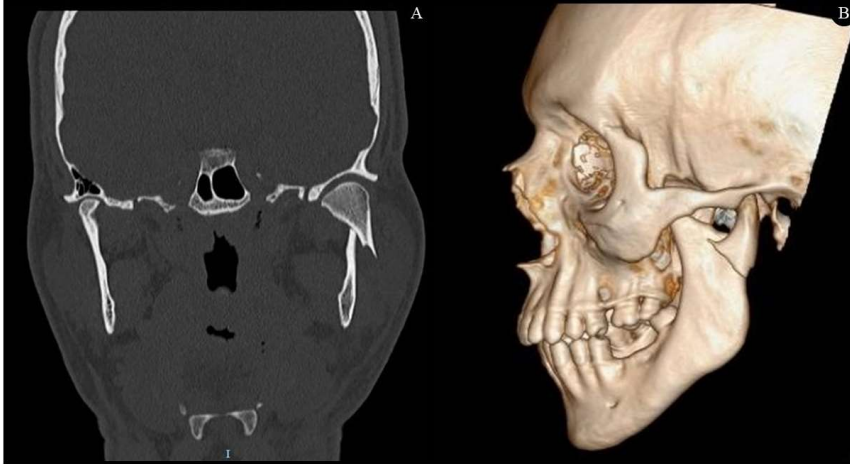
Tomografia computadorizada de face pré-operatória, evidenciando fratura de côndilo mandibular extracapsular esquerda. A: Corte coronal da tomografia de face. B: Reconstrução tridimensional da tomografia de face, mostrando fratura condilar com deslocamento do coto ósseo para lateral.
